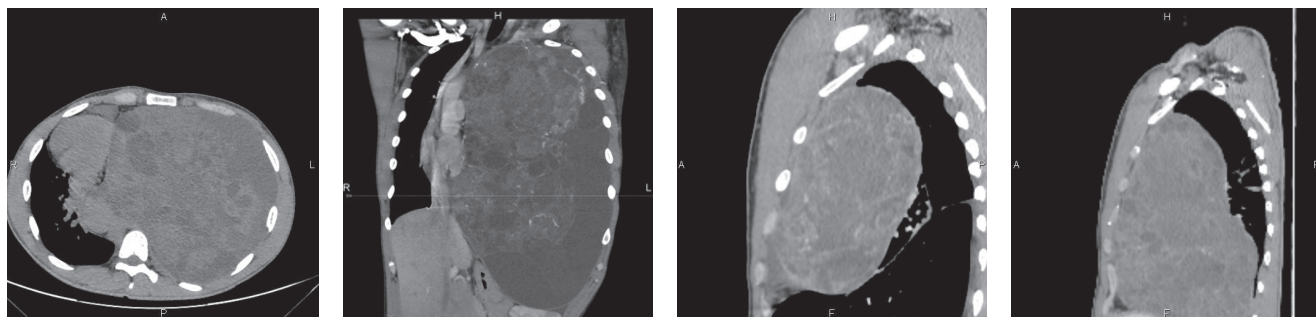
Рисунок 1Б. КТ ОГК с в/в контрастированием от 07.02.22: определяется крупное объемное образование неоднородной, солидно-кистозной структуры, исходящее из передне-верхнего средостения, занимающее всю половину левого гемиторакса, контуры нечеткие, неровные, размерами 20,0 × 24,0 × 39,4 см. Компрессионный ателектаз левого легкого. Фибробронхоскопия от 07.02.22: на расстоянии от карины 2,0 см слева дистальная часть левого главного бронха выражено сдавлена. Прибор с диаметром 0,4 см проходит с эффектом бужирования. Признаков прорастания в слизистую не отмечается. Верхне-, нижнедолевые базальные бронхи аналогично сдавлены. Маркеры от 08.02.22: АФП — 1150 МЕ/мл, РЭА — 1,56 Нг/мл, ХГЧ — 1560 мМЕ/мл, ЛДГ — 310 МЕ/л.
